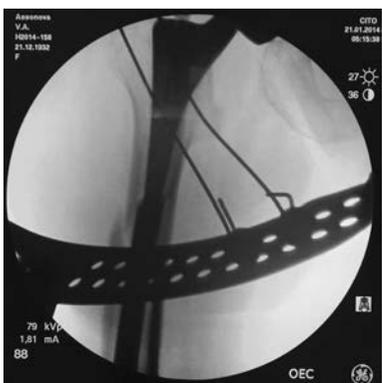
Рентген контроль положения интрамедуллярного стержня, введенного ретроградно
